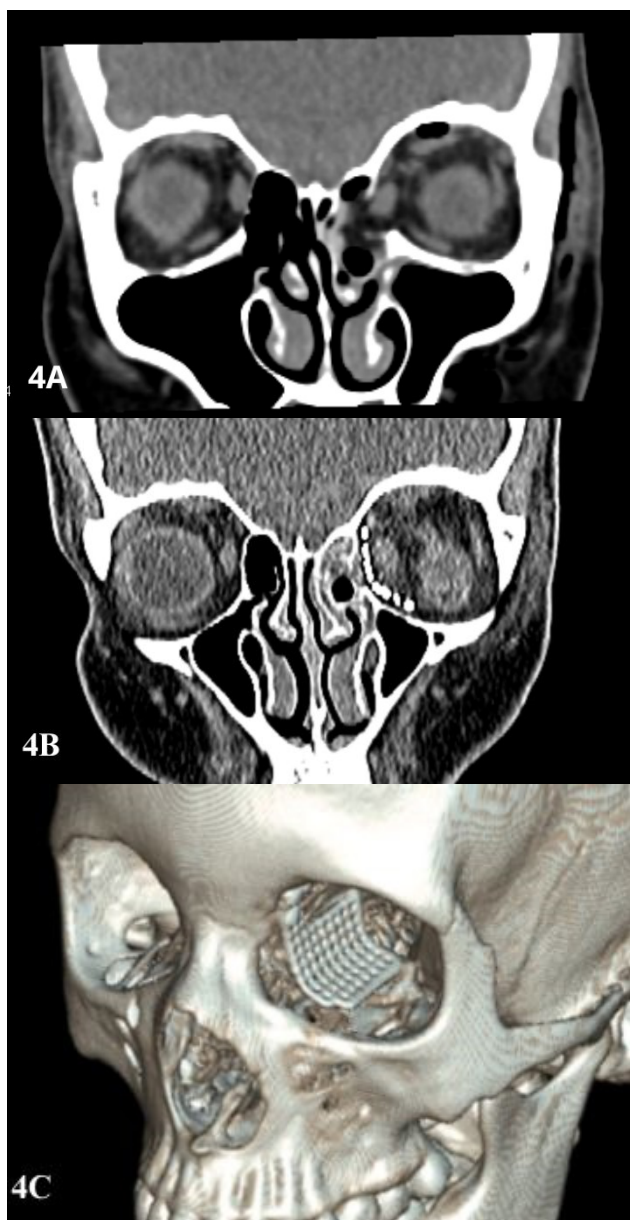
A: Corte coronal de tomografia pré-operatória mostrando fratura da parede orbital medial comprometendo uma região-chave. B: Corte coronal pós-operatório mostrando adaptação da tela de titânio e restauração do volume orbital interno. C: Reconstrução 3D de tomografia pós-operatória mostrando o posicionamento da tela de titânio obtido com a abordagem de pálpebra superior modificada.
